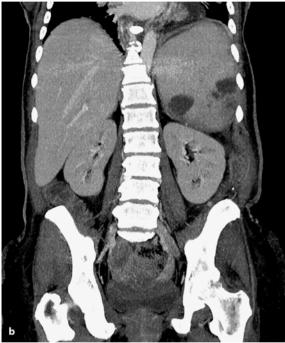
a, b. Milzabszesse, CT mit i. v. Kontrastmittel. Multiple, irregulär begrenzte und z. T. konfluierende hypodense Areale mit z. T. sehr diskretem randständigen Enhancement, bakterielle Milzabszesse bei Sepsis
